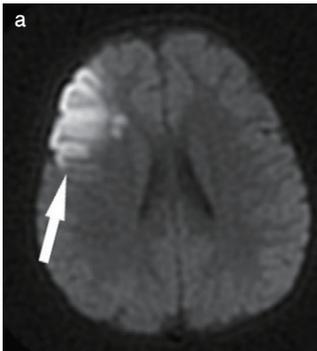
頭部Magnetic Resonance Imaging
